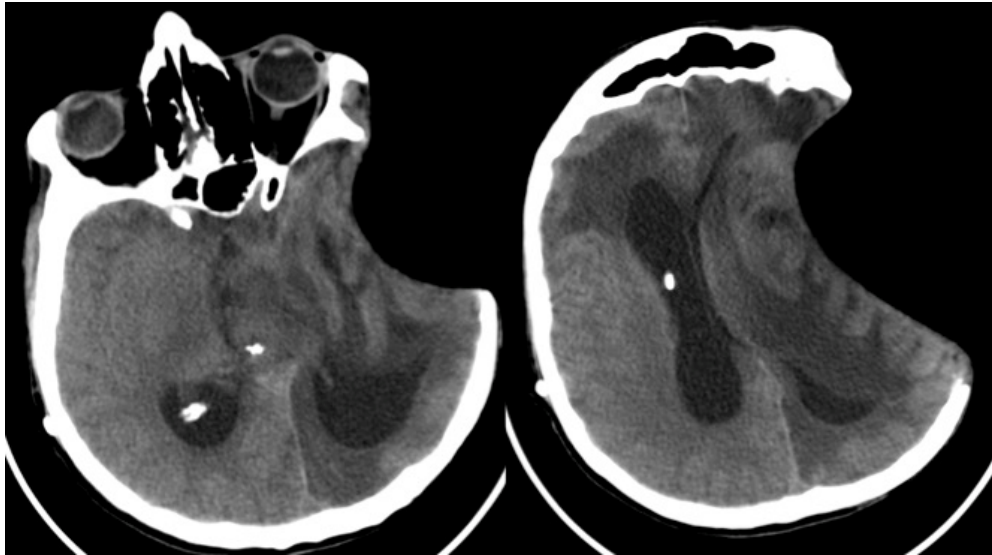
Контрольная КТ головного мозга пациента М., 41 года после шунтирующей операции: асимметричная вентрикуломегалия, дислокация срединных структур, выраженное западение мягких тканей в области дефекта черепа.
